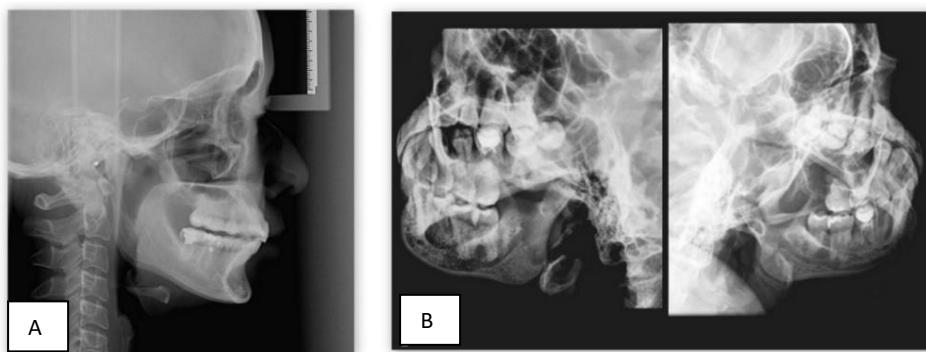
(A) Telerradiografia em perfil e (B) Lateral Obliqua de Mandíbula
